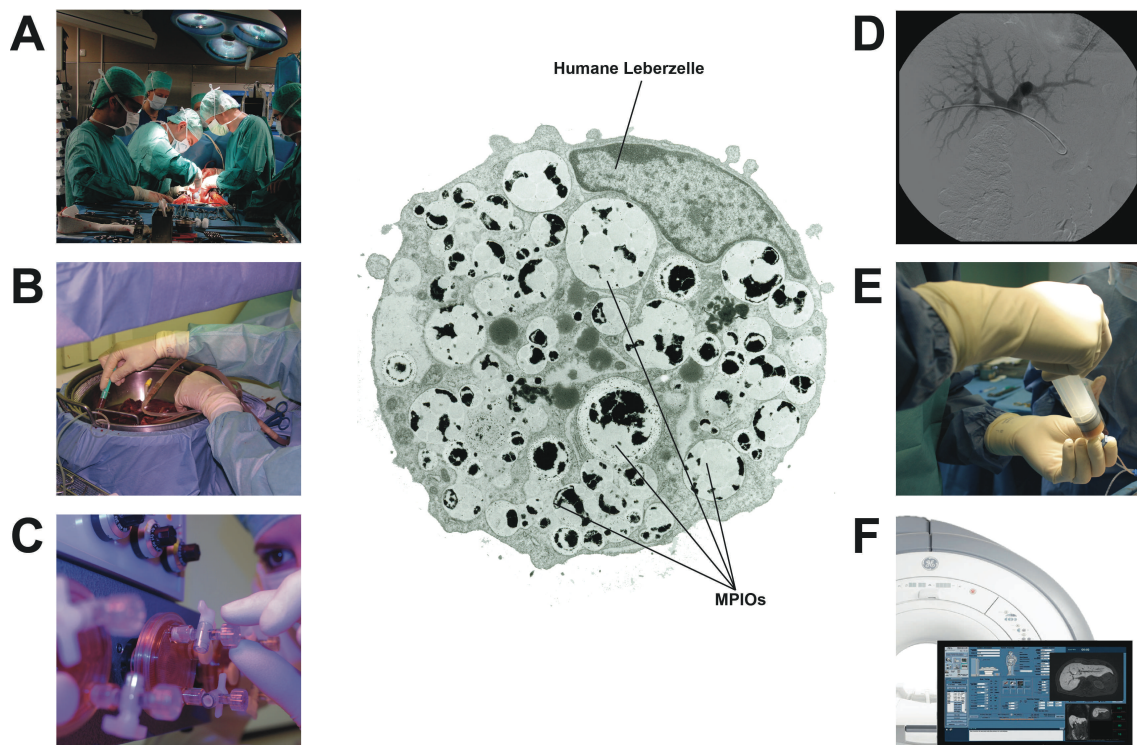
Nicht-invasive Nachverfolgung transplanteder Leberzellen mittels MRT.
